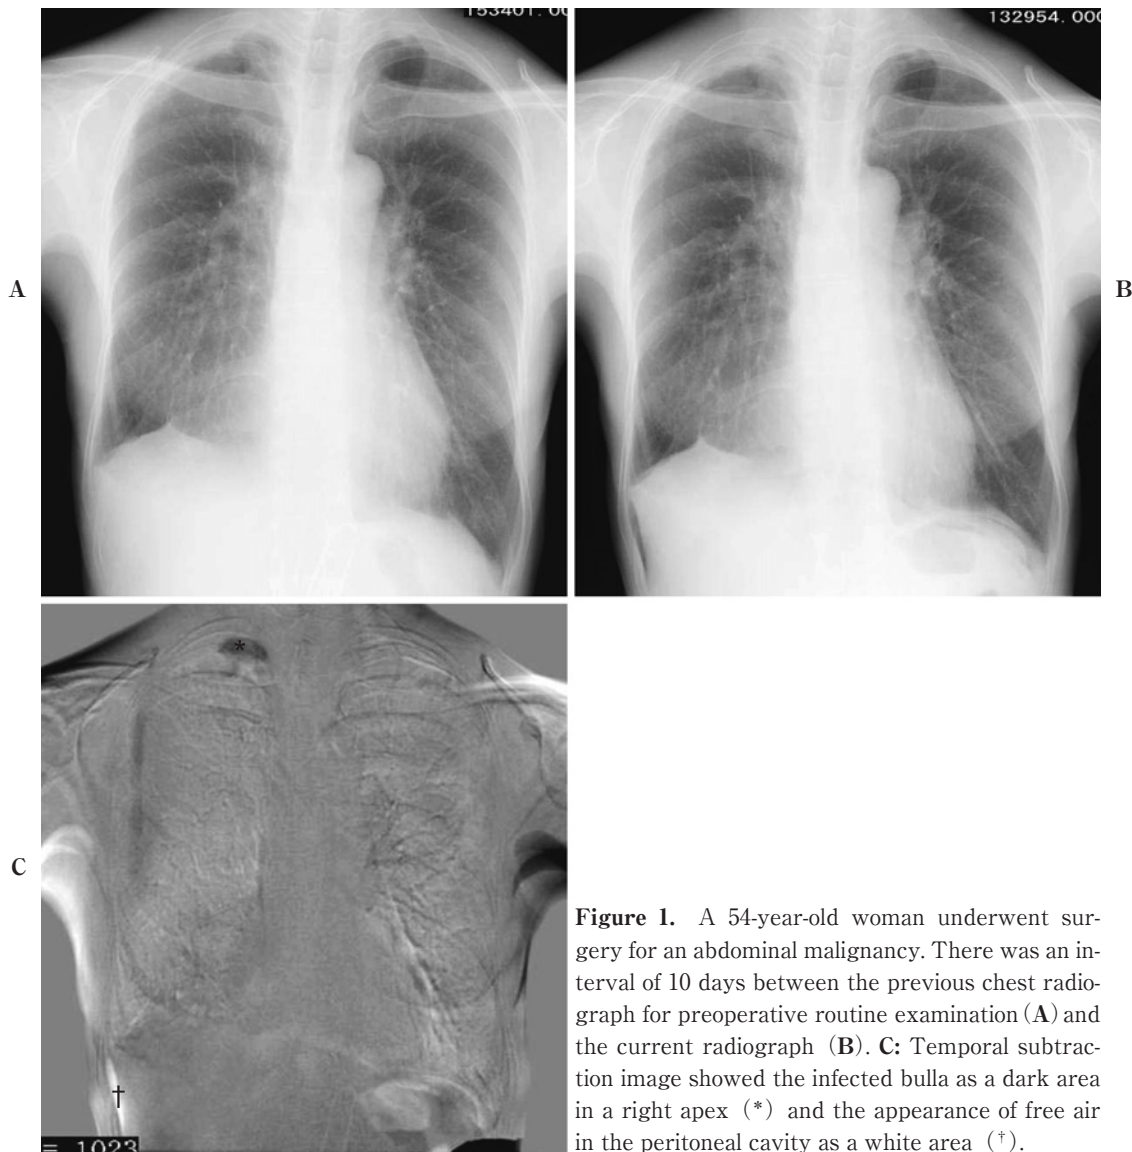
A 54-year-old woman underwent surgery for an abdominal malignancy. There was an interval of 10 days between the previous chest radiograph for preoperative routine examination (A) and the current radiograph (B). C: Temporal subtraction image showed the infected bulla as a dark area in a right apex (*) and the appearance of free air in the peritoneal cavity as a white area (†).
